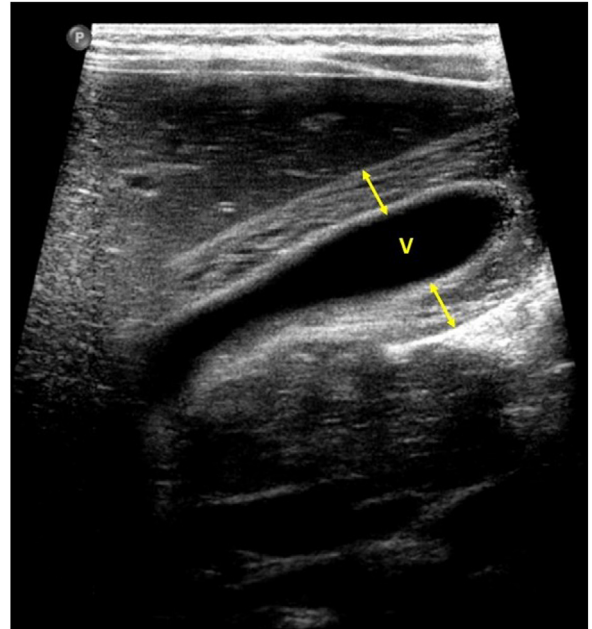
Engrosamiento de las paredes de la vesícula biliar. Imagen de ecografía en la que se observa marcado engrosamiento de las paredes (flechas) de la vesícula (V).
